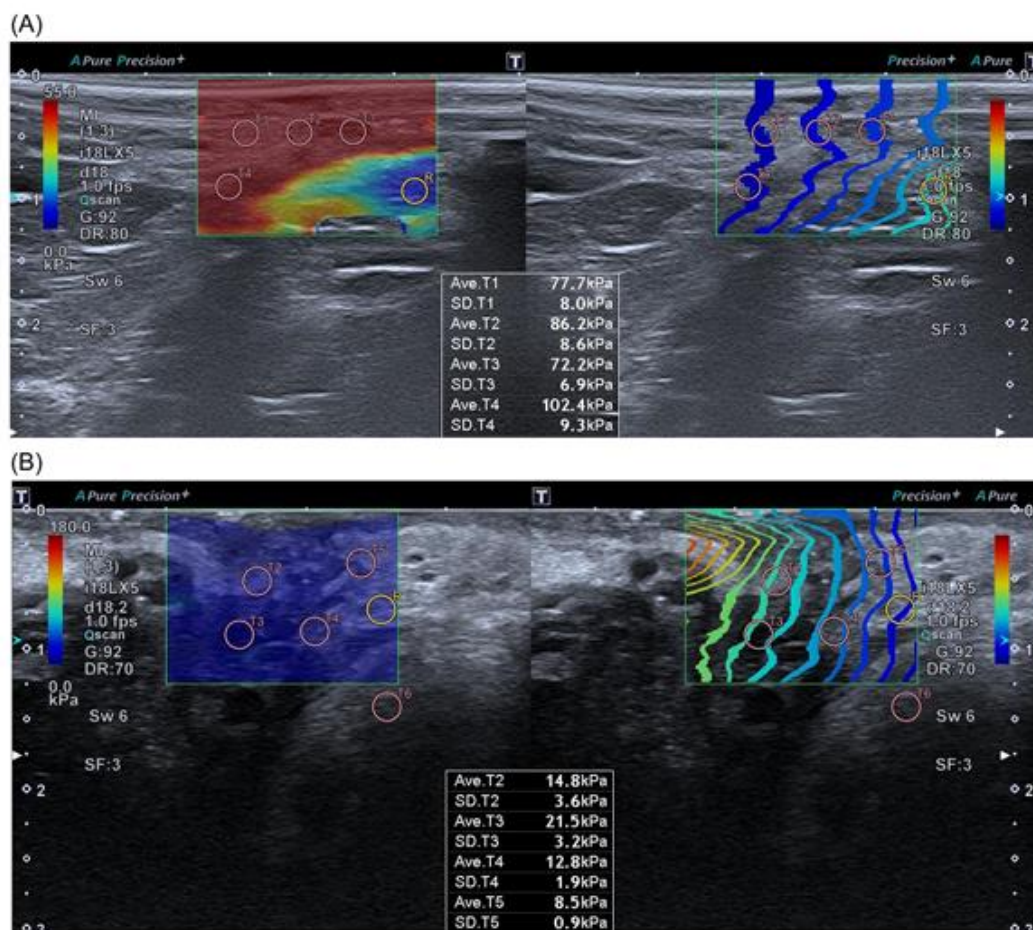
(A) Prelaser ultrasonographic elastography measurements of Case 1. (B) Postlaser ultrasonographic elastography measurements of Case 1.
